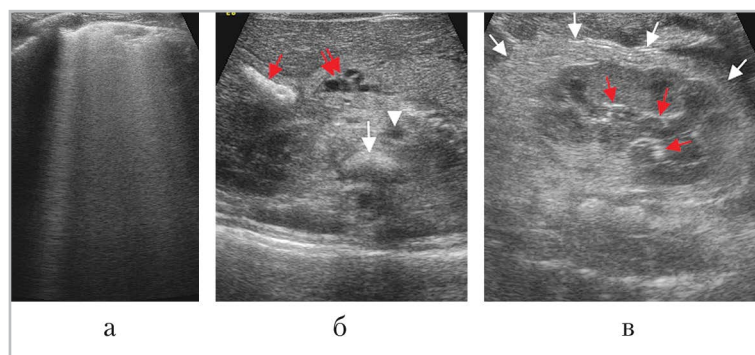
УЗИ внутренних органов при поступлении: *а* — поперечный скан справа на уровне соска: эхографическая картина «белого легкого»; *б* — косопоперечный скан в эпигастральной области: плотный сгусток в желчном пузыре (*красная стрелка*), кавернома в проекции головки поджелудочной железы (*двойная красная стрелка*), *белой стрелкой* показан позвонок, *короткой белой* — брюшная аорта; *в* — правая почка; *красными стрелками* показаны фрагменты тромбированных внутривенных вен, *белыми стрелками* — отечная паранефральная клетчатка
